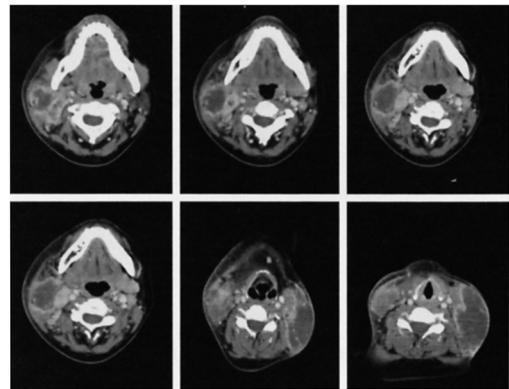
Contrast enhanced CT of the neck
